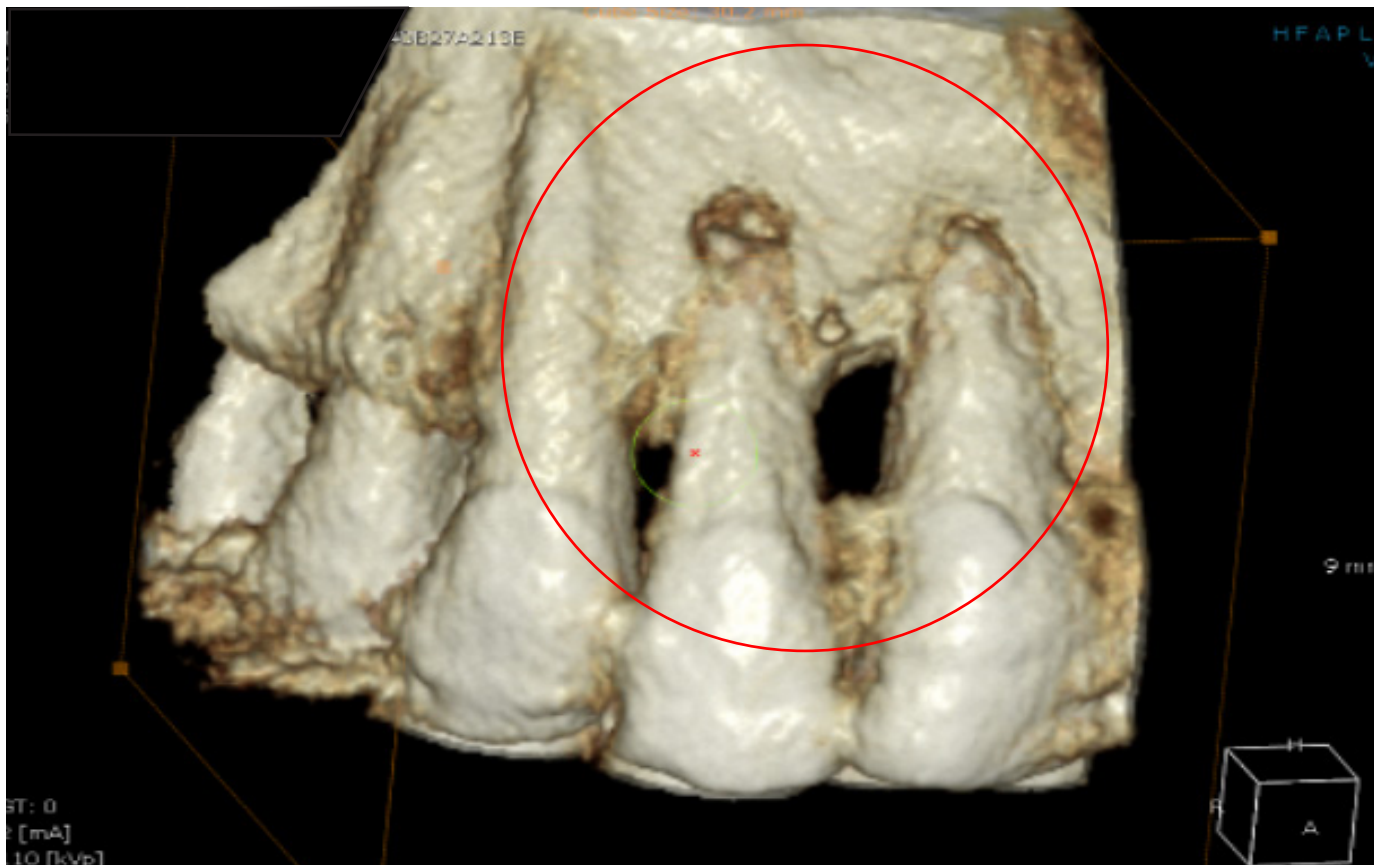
Tomografía volumétrica cone-beam donde se observa la pérdida severa de hueso alveolar entre el central y el lateral (círculo)
